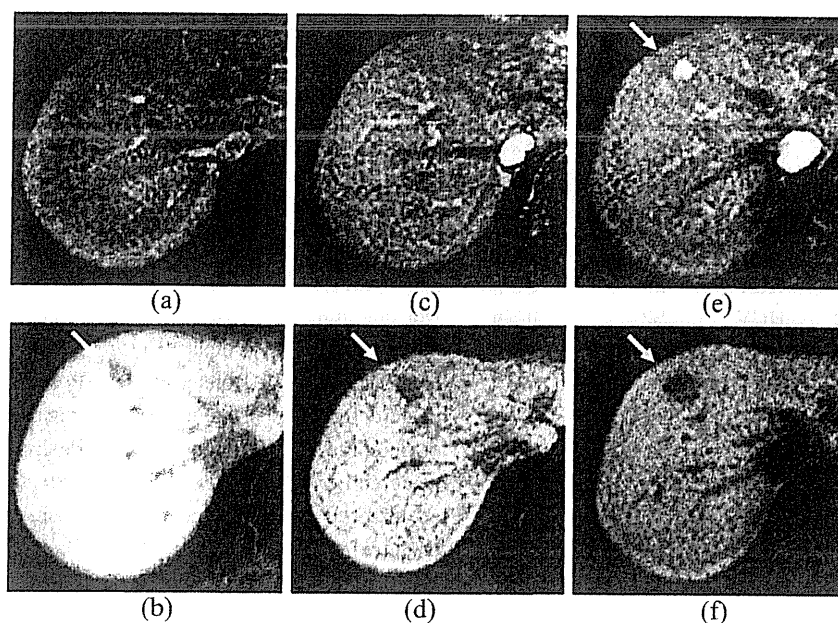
MR images of a 75-year-old man with hepatitis C-related cirrhosis during a 15-month follow-up period.
